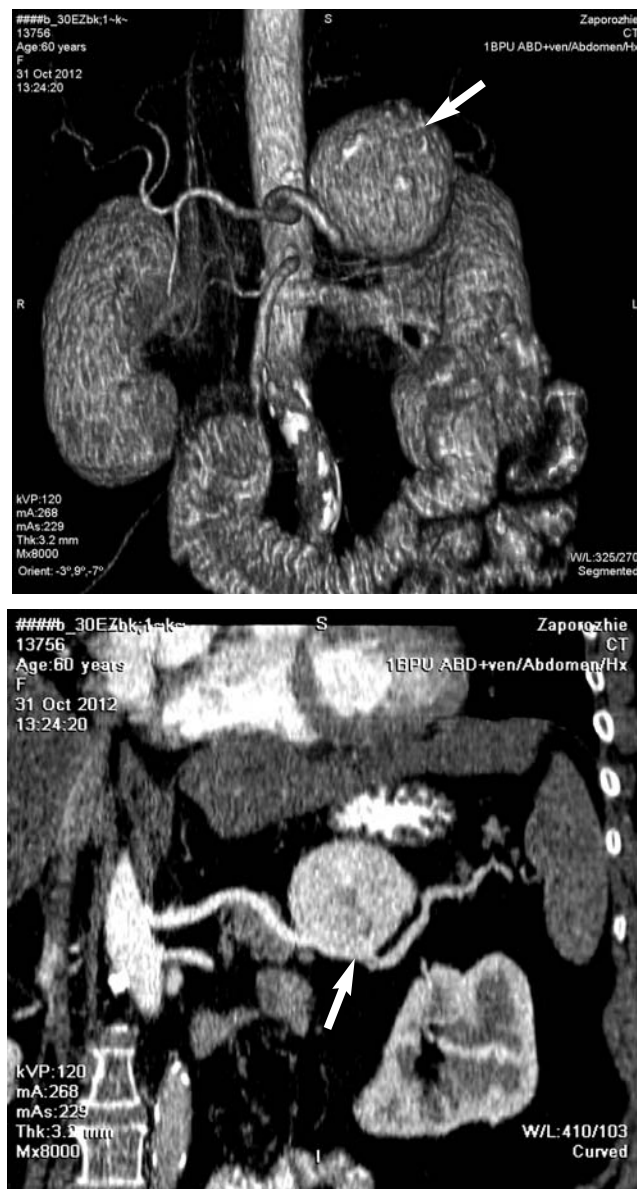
КТ органов брюшной полости. Аневризма селезеночной артерии.
